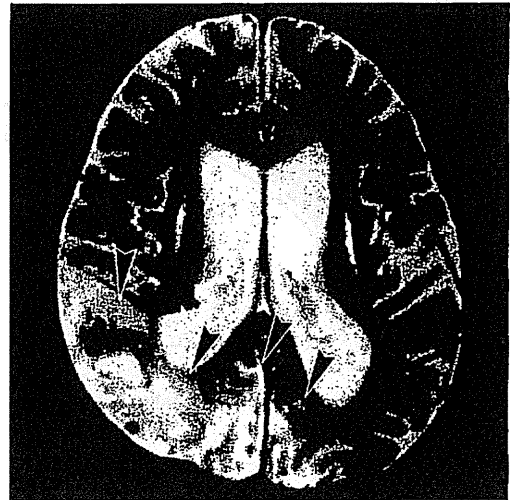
MELASの脳画像(MRI/MRS)所見
